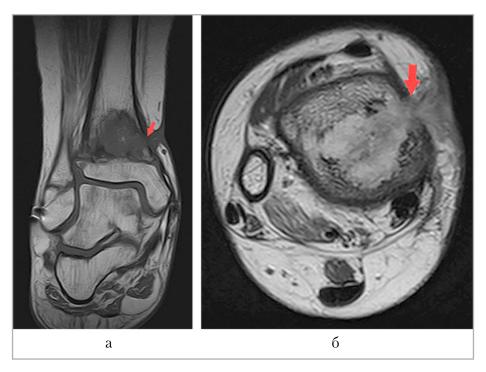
МР-томограммы правого голеностопного сустава: a — корональная плоскость в режиме Т1-ВИ; δ — аксиальная плоскость в режиме Т2-ВИ. *Стрелками* указан свищевой ход с выходом мягкотканного компонента
